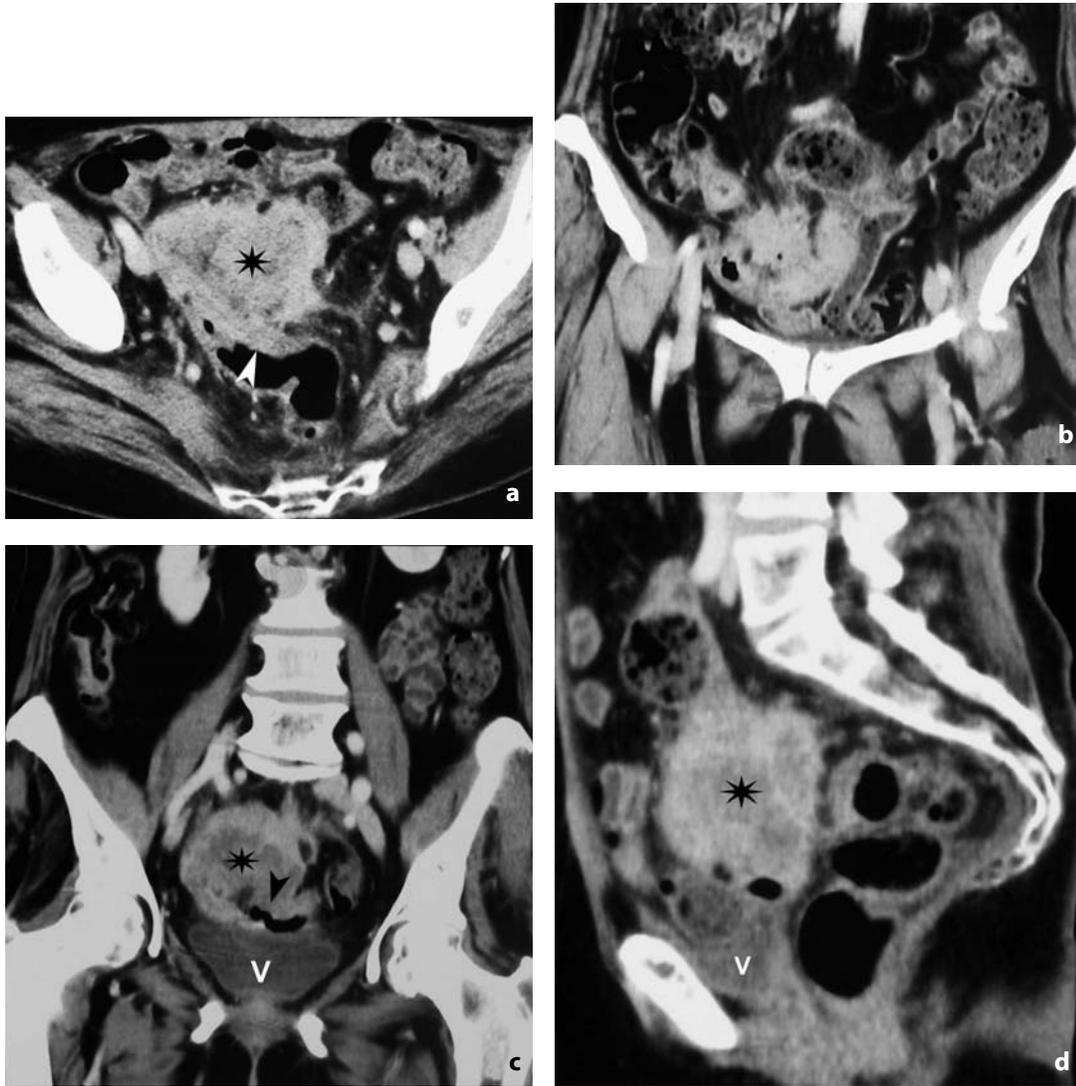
Tomografia computerizzata. Recidiva di carcinoma dell'endometrio. Esiti di isterectomia totale. Immagine assiale (a), ricostruzioni coronali (b, c) e sagittale (d). In sede pelvica centrale, al di sopra del cul di sacco vaginale, si riconosce tessuto solido, di-somogeneo, a margini irregolari (asterisco) che infiltra il sigma (punta di freccia). V = vescica
